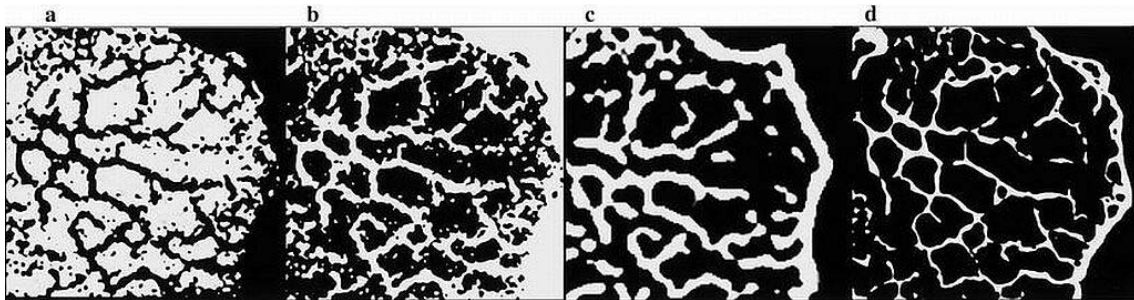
Korrespondierende binarisierte Abschnitte des distalen Radius. Eine binarisierte 0,9 mm MR-Region unter Benutzung von Threshold 2 (a, b), ein MS-CT-Bild (c) und ein Kontaktradiogramm (d). In (b) wurden die Graustufen invertiert, um die Vergleichbarkeit mit dem Kontaktradiogramm (d) und dem MS-CT (c) zu verbessern. Deutlich werden die Unterschiede in der Darstellung des Trabekelskeletts aufgrund der verschiedenen räumlichen Auflösung. Die Struktur in der binarisierten MS-CT Region erscheint gröber, da eine Anzahl von dünneren Trabekeln verloren gegangen ist. Wegen der höheren räumlichen Auflösung der MR-Bilder zeigen sich mehr Trabekel, aber die Darstellung der wahren Trabekelstruktur ist auch hier noch wegen des deutlichen Bildrauschens begrenzt.
